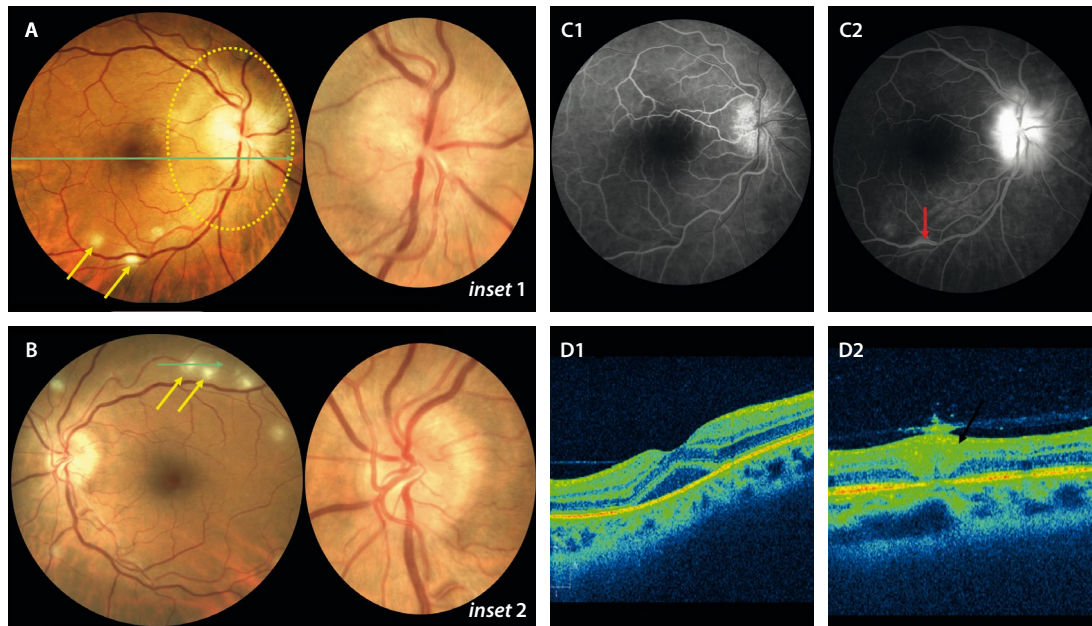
Bartonelosis ocular. A y B) Retinografías donde se aprecia una papilitis bilateral (*inset 1 y 2*) y varios focos de retinitis en torno a las arcadas vasculares (flechas amarillas). C1 y C2) La angiografía con fluoresceína demuestra una tinción papilar con fuga en tiempos tardíos, incluso un foco de flebitis focal (flecha roja). D1) En el corte de la tomografía de coherencia óptica del ojo derecho destaca la presencia de un desprendimiento del neuroepitelio. D2) La tomografía de coherencia óptica de uno de los focos de retinitis muestra una hiperreflectividad de capas internas y medias, así como un engrosamiento del vítreo suprayacente.
